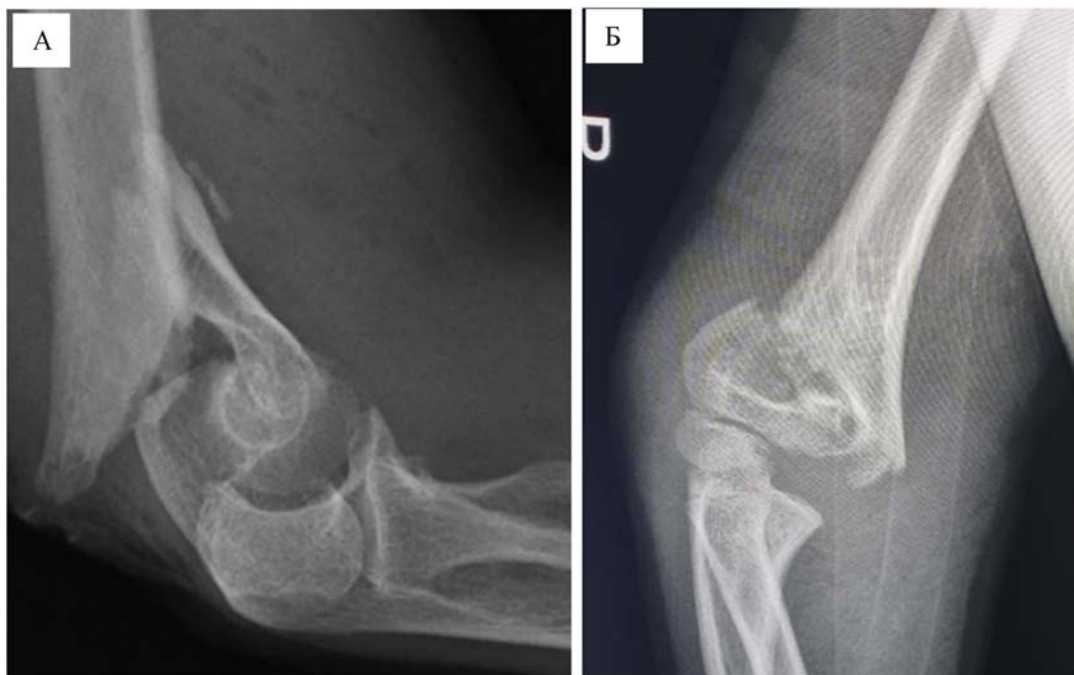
Рентгенограммы чрезмыщелковых переломов плечевой кости: А – разгибательный механизм перелома, Б – сгибательный механизм перелома
